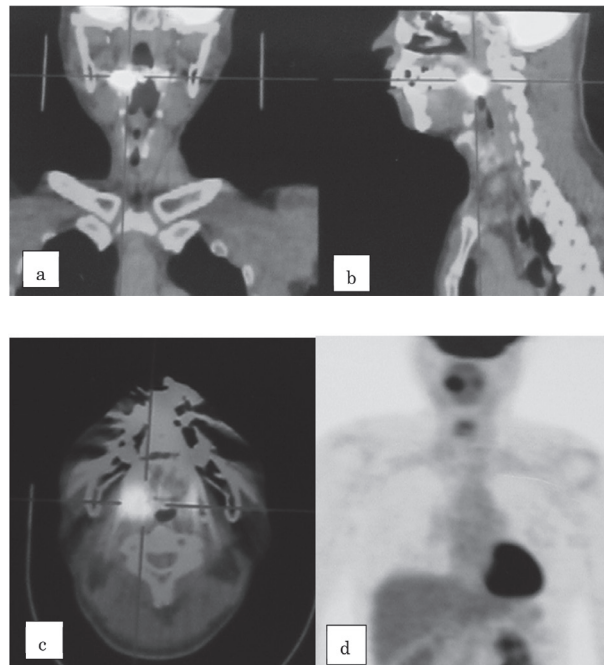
症例1, PET/CT画像検査で右口蓋扁桃部に取り込み所見 (a, b, c, d)
